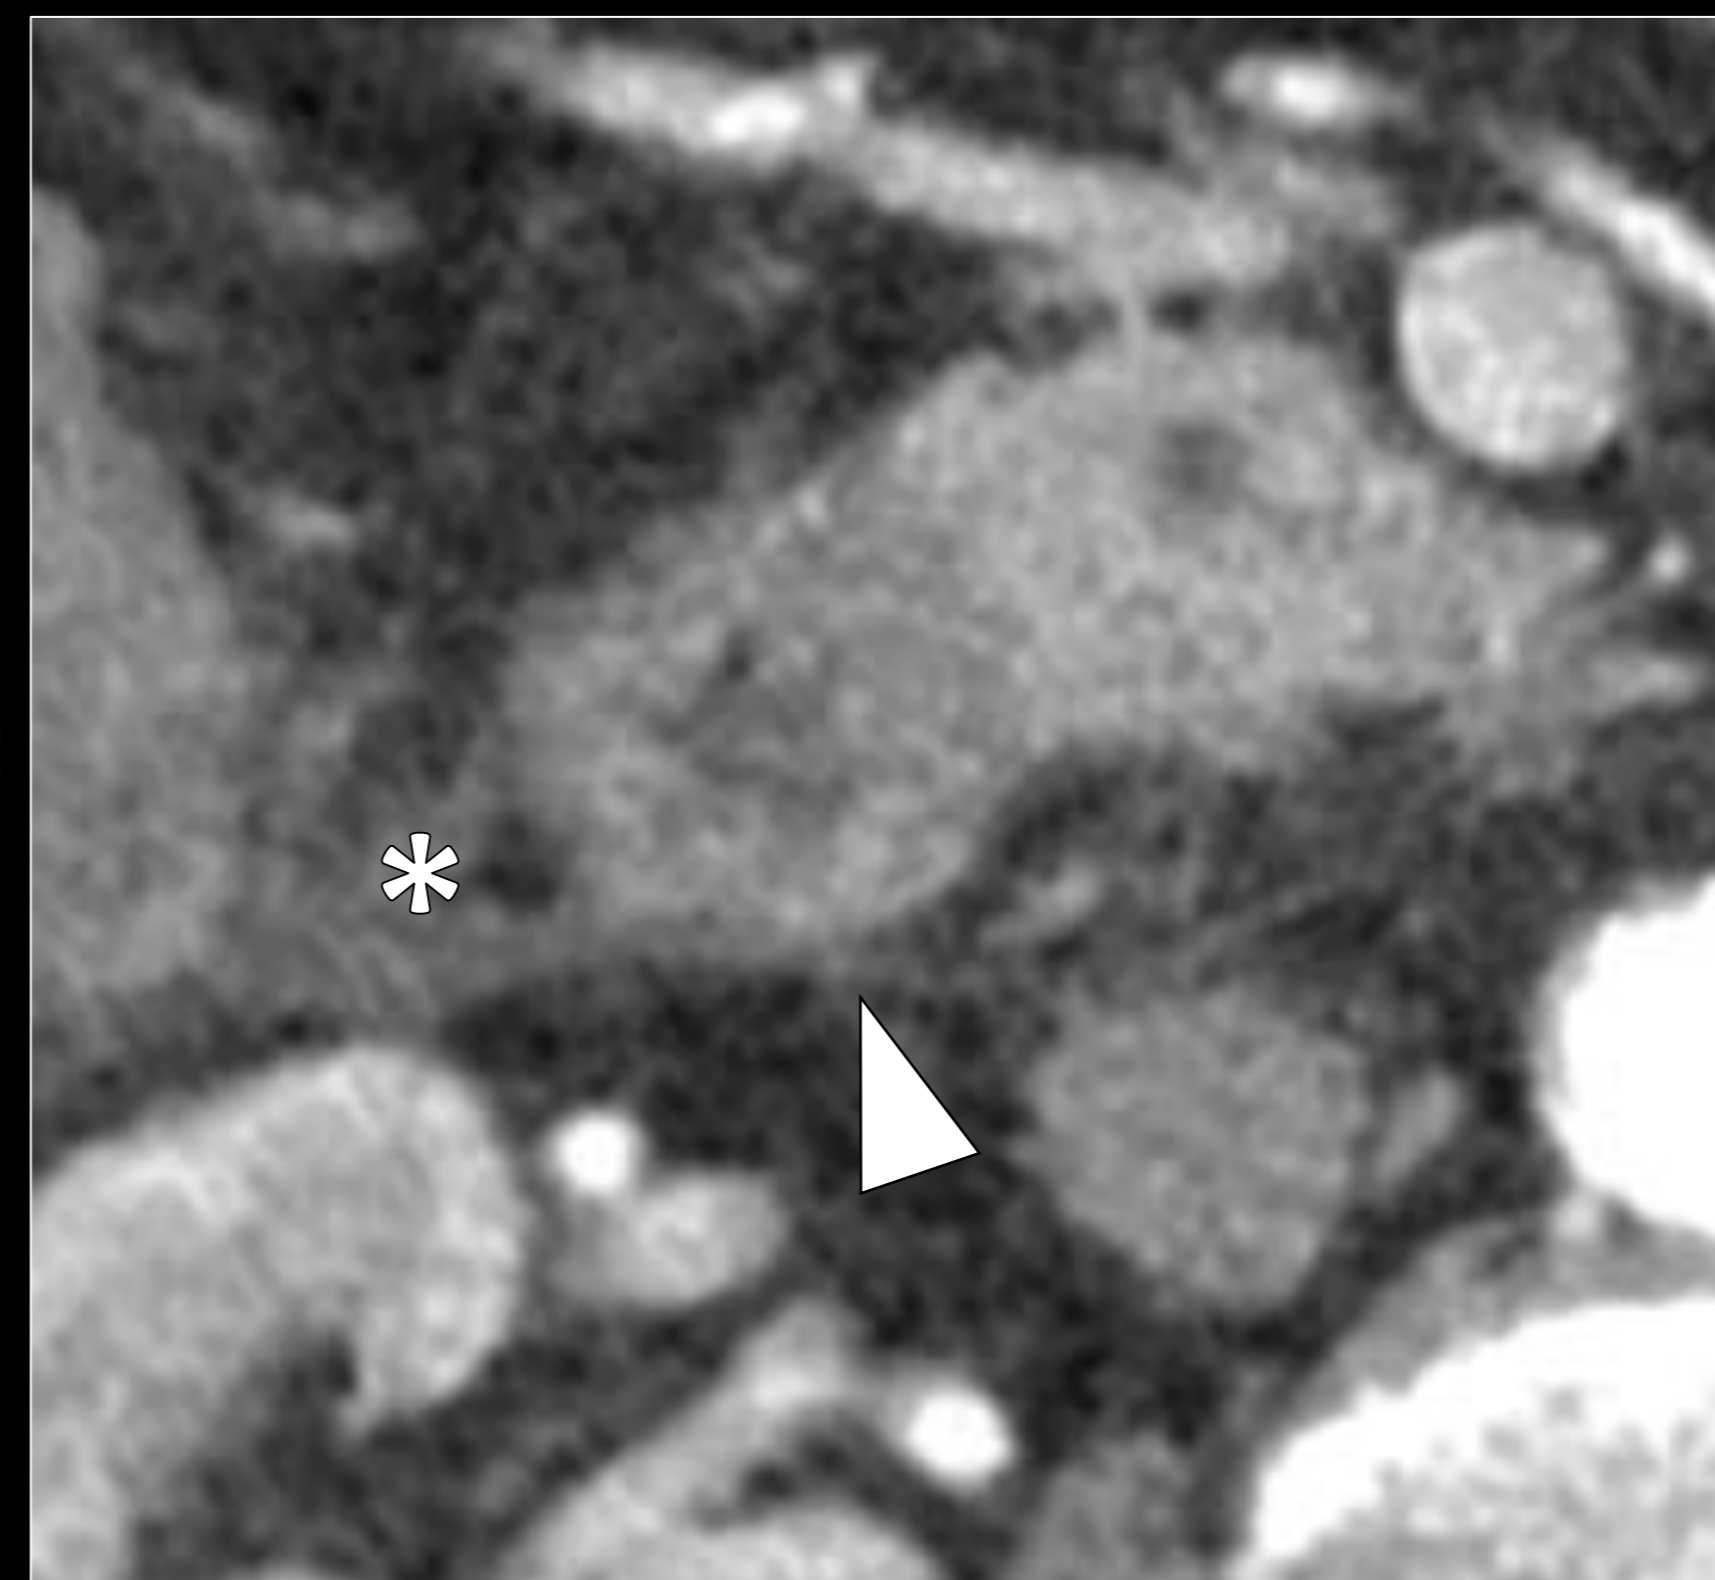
Varón de 70 años con hemorragia digestiva alta. TC abdominal con contraste (A): Se aprecia un engrosamiento mural hiperrealzante del duodeno (cabeza de flecha) con estriación grasa y líquido periduodenal (asterisco). En la endoscopia digestiva alta (EDA) se confirmó una duodenitis ulcerosa múltiple severa (cabezas de flecha).
